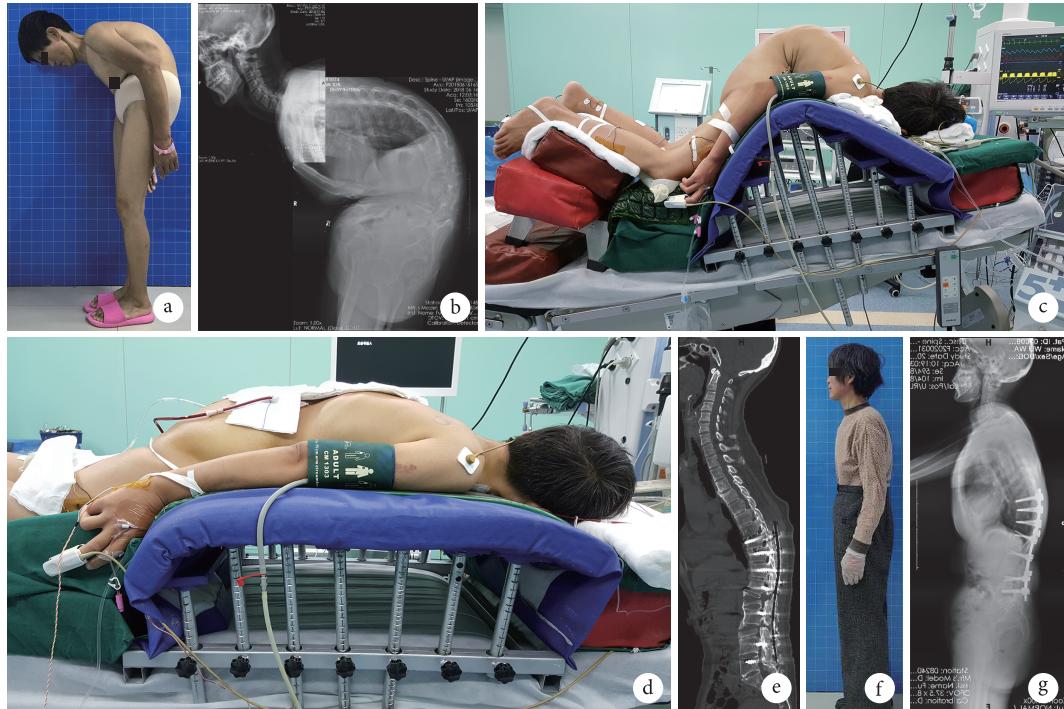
患者, 女, 53岁, 强直性脊柱炎重度后凸畸形 a、b. 术前患者大体观及侧位X线片; c. 术前患者体位; d. 矫形术后患者体位; e. 术后1周矢状位CT; f、g. 术后20个月患者大体观及侧位X线片
